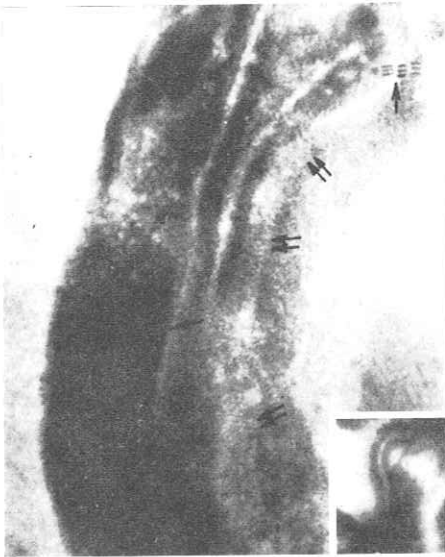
Röntgenaufnahme in 4facher Vergrößerung eines Ileum-Segments, welches Längsfalten und feine büstenähnliche Schatten (\checkmark) zeigt. Es handelt sich um eine Profilaufnahme der Darmzotten. Testdrahtobjekt (\checkmark)
